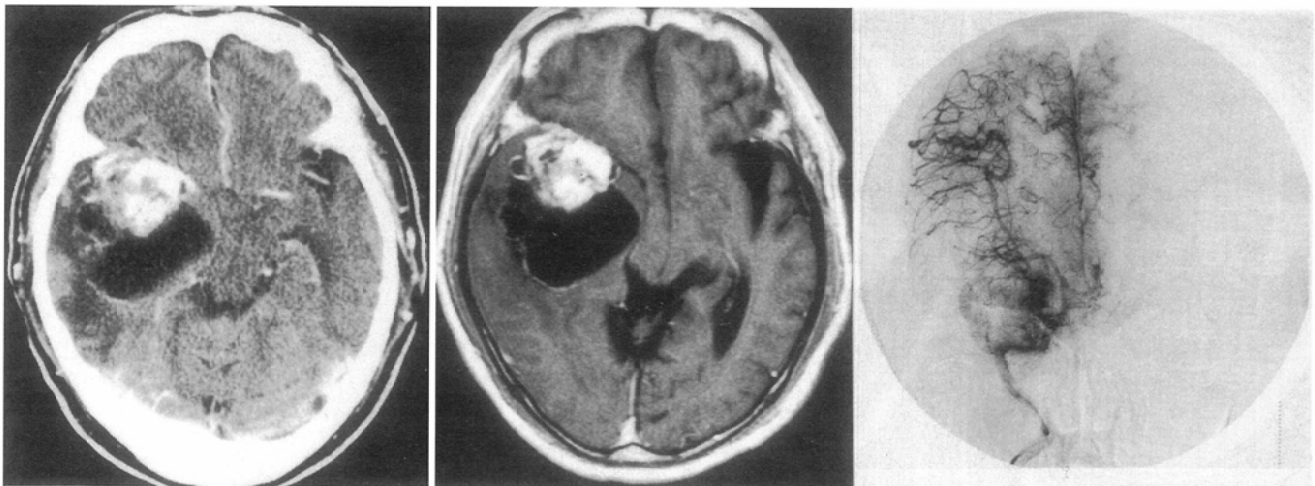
B. An enhanced mass with cystic component was recognized with enhanced CT (left) and Gd-DTPA MRI (middle). Hypervascular tumor was seen with DSA (right).
